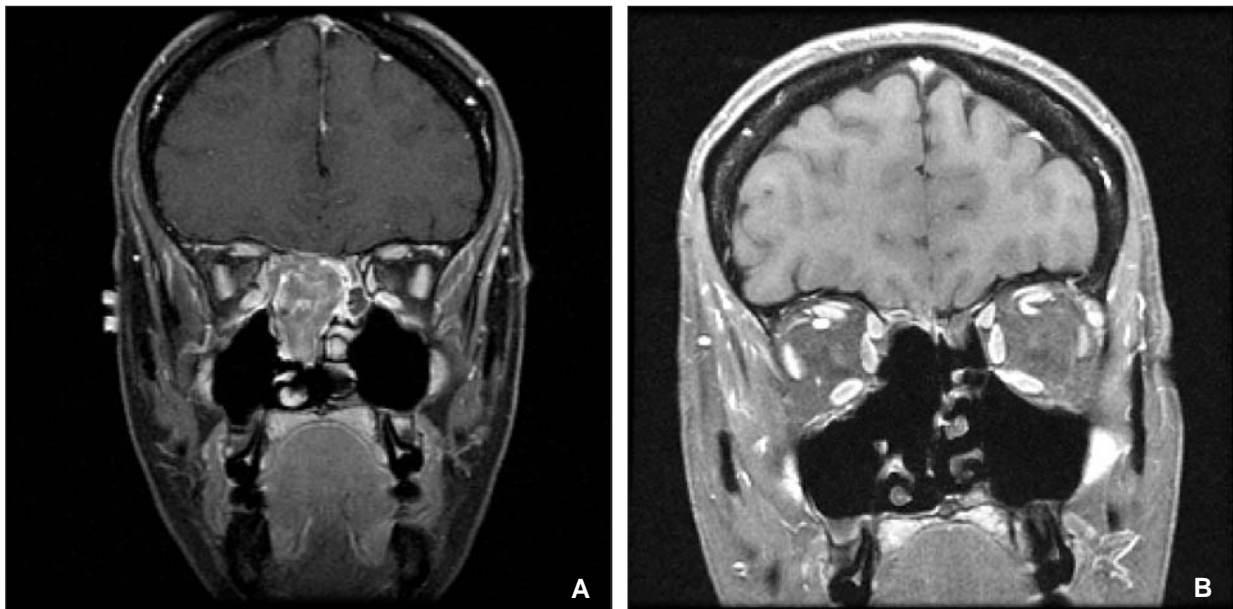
A: resonancia magnética (RM) preoperatoria con contraste, en plano coronal, que muestra una neoplasia maligna en íntima relación con la duramadre de la base anterior del cráneo y con la lámina papirácea derecha. B: RM postoperatoria que muestra una resección completa de una lesión compatible con carcinoma escamoso, con una amplia resección de hueso y preservación de la dura y la periórbita.
